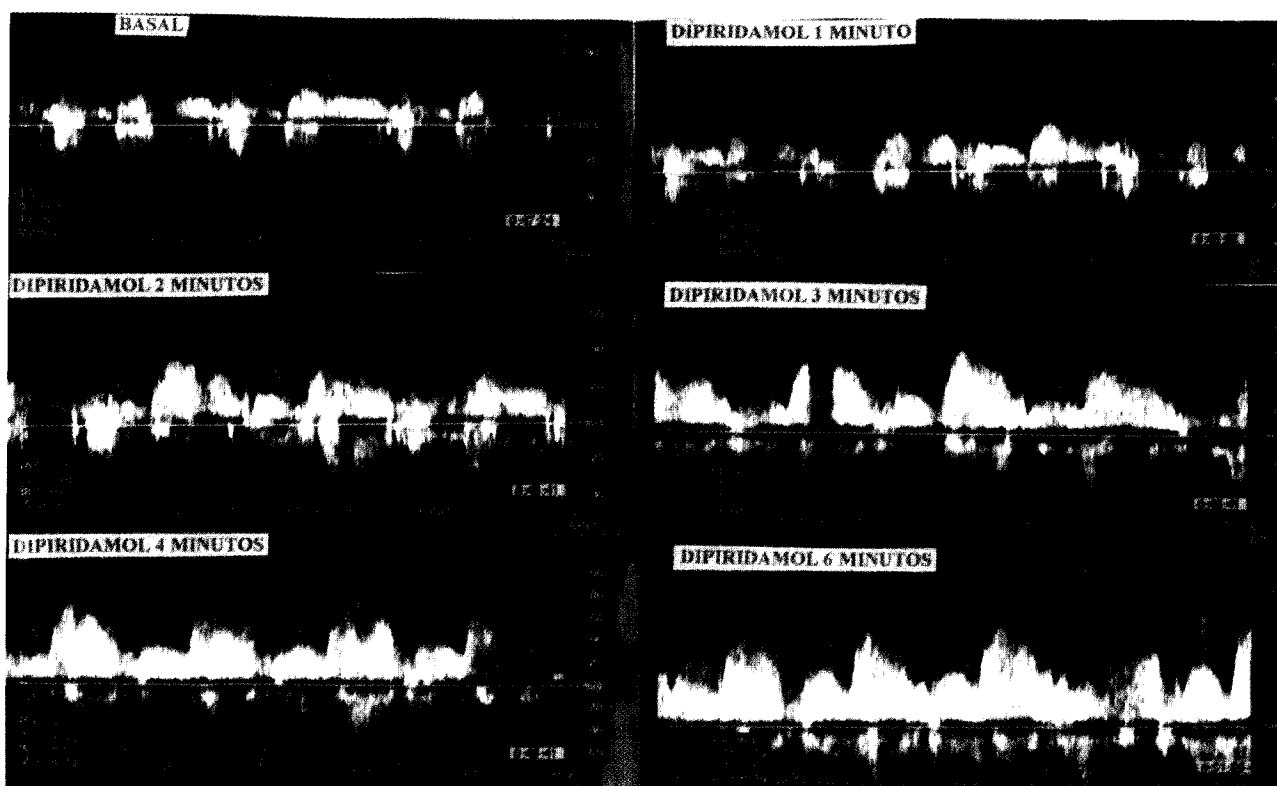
Velocidades sistólicas y diastólicas del Doppler espectral del flujo de la arteria descendente anterior en condiciones basales y progresivo aumento durante los 4 minutos de la infusión de dosis altas de dipiridamol. En el minuto 6 se observa un incremento adicional no significativo.
